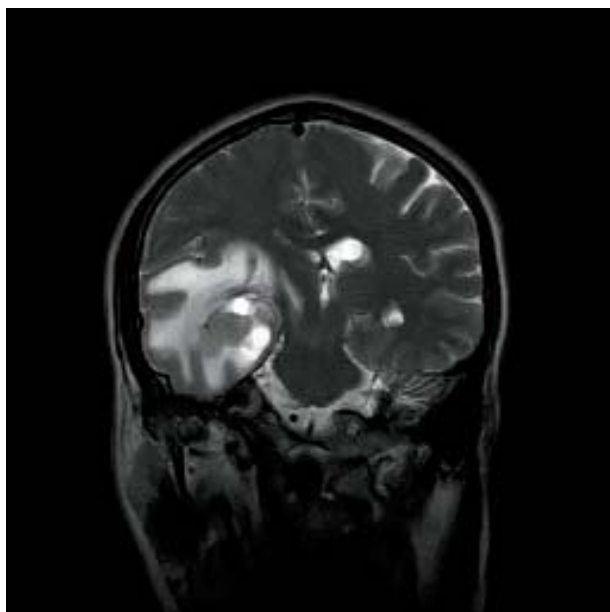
RMN glioblastoma multiforme en lóbulo temporal derecho.
